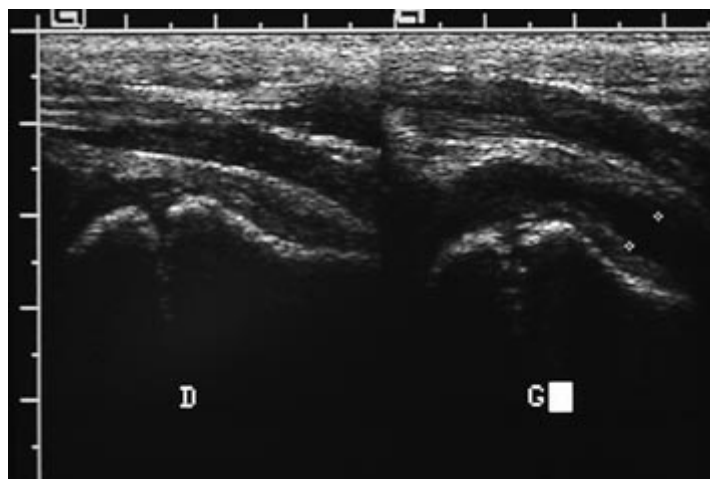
Échographie de hanche par voie antérieure montre à droite un aspect normal et à gauche un épanchement transsonore avec paroi épaisse.
